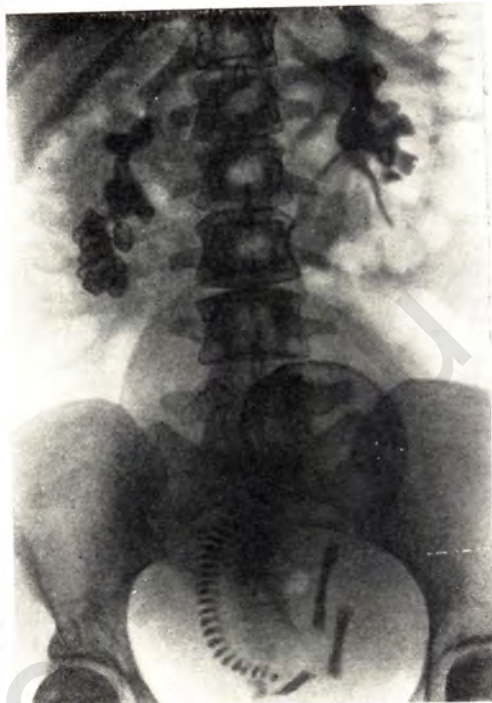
Прямая рентгенограмма живота беременной. Тень плода в головном предлежании. Коралловые камни почек с обеих сторон.
